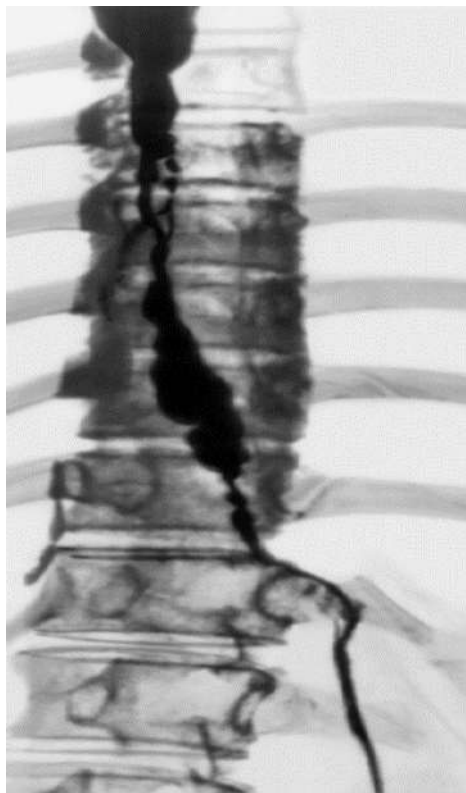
Рентгенограма стравоходу з післяопіковою стравохідно-медіастинальною норицею.
